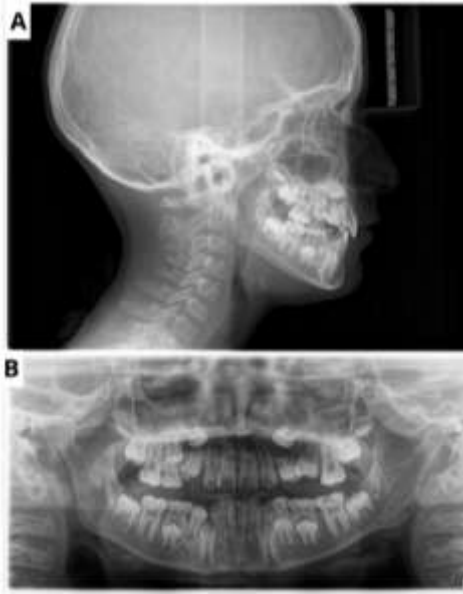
Radiografías iniciales: (A) Cefálica lateral; (B) Panorámica.
